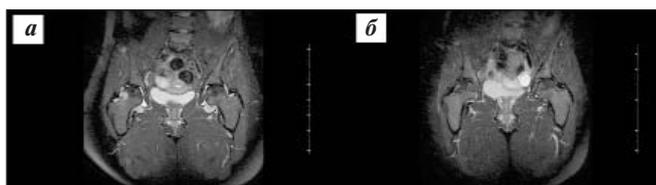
Больная Ш., 29 лет. МРТ ТБС в режиме STIR: исходно (а) и через год терапии (б)
